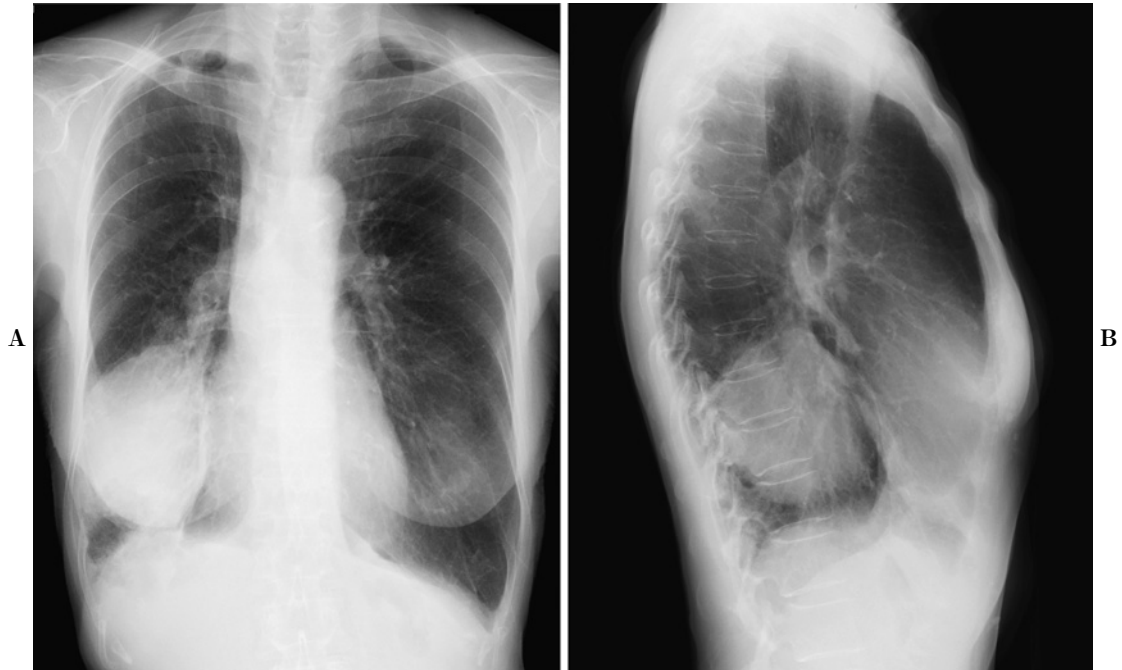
A: Chest X-ray films obtained in May 2012 showing a large tumor in the right lower lung field. B: Chest X-ray films (lateral view) showing a large tumor in the posterior cardiac space.
